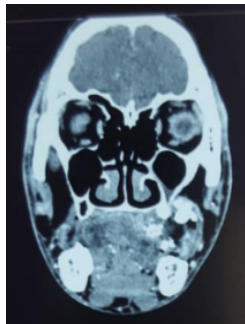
TDM en coupe frontale montrant une masse isodense bien circonscrite localisée au maxillaire gauche.
